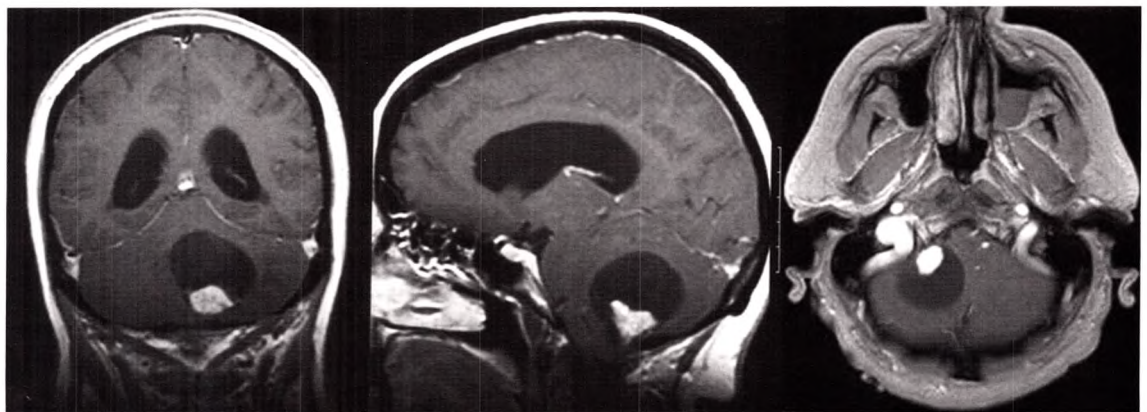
C IRM en séquence T1 injectée, dans les trois plans de l'espace. Prise de contraste au sein d'un kyste hypo-intense du cervelet. Hémangioblastome.
